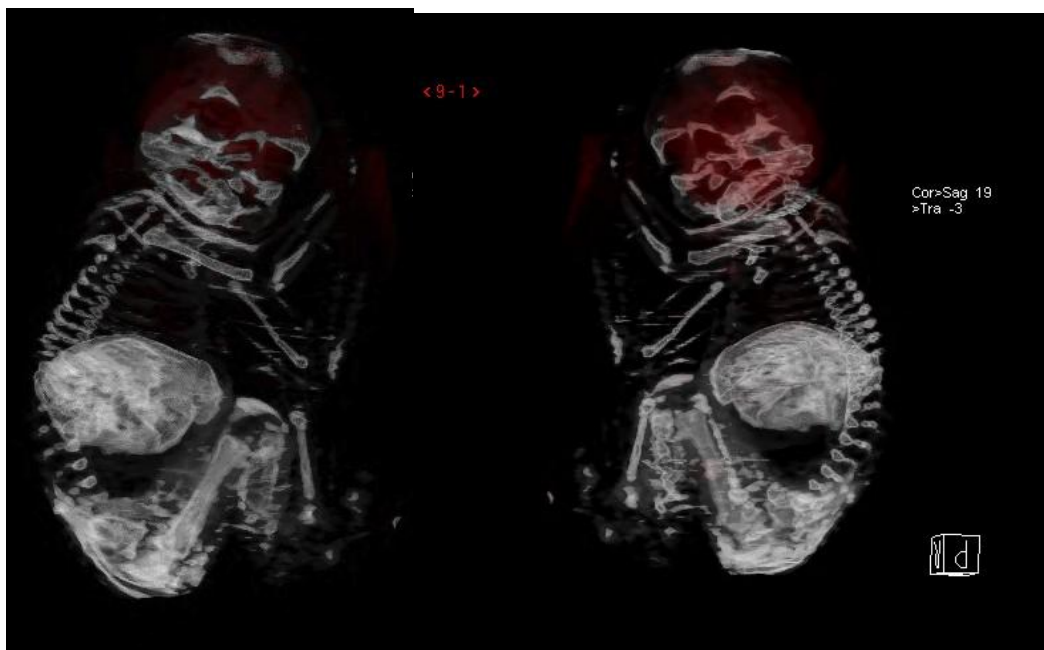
MBO, imagem da reformatação RM, realizada na estação de trabalho.
